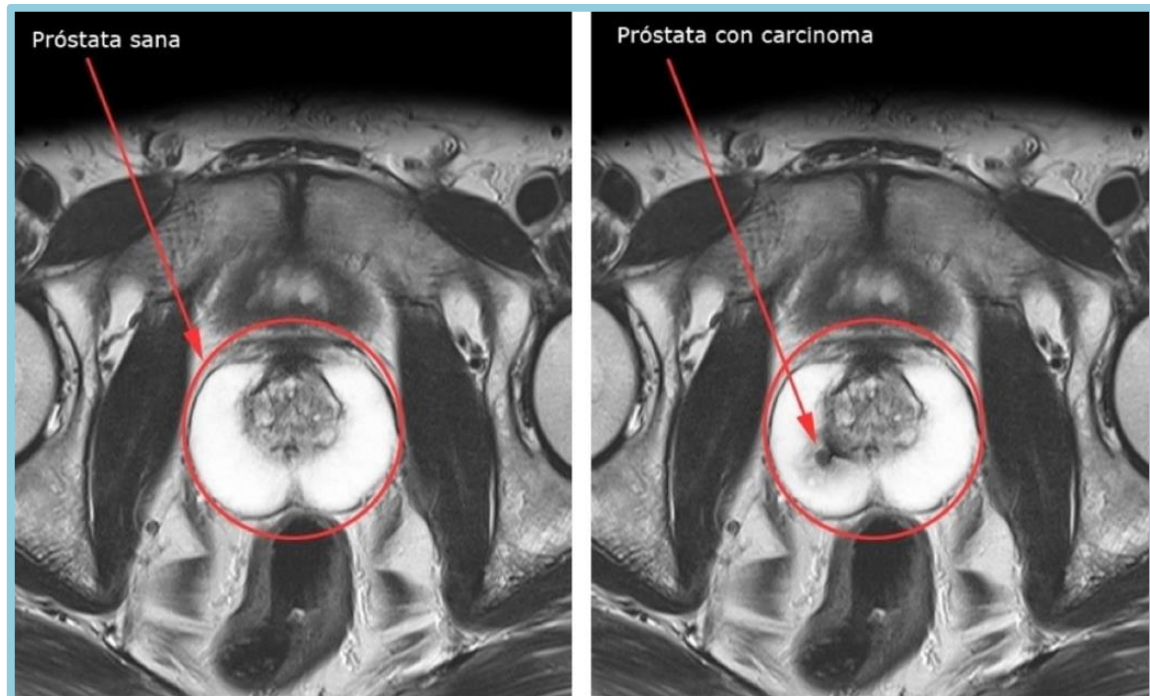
Resonancia pélvica, carcinoma de próstata. Fuente: Alta Klinik
